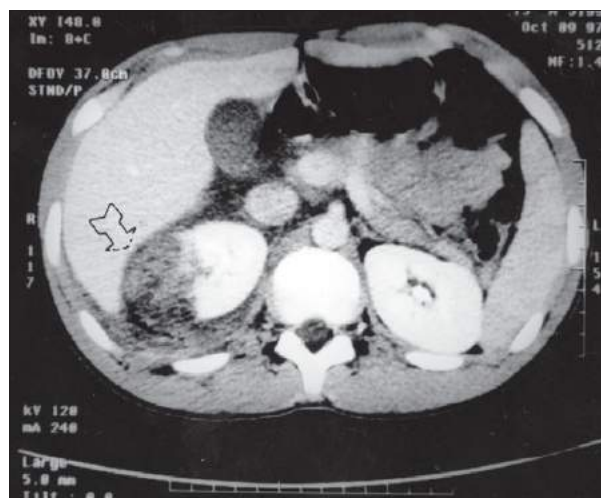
Tomografia mostrando grande laceração que atinge o pólo superior do rim direito.
